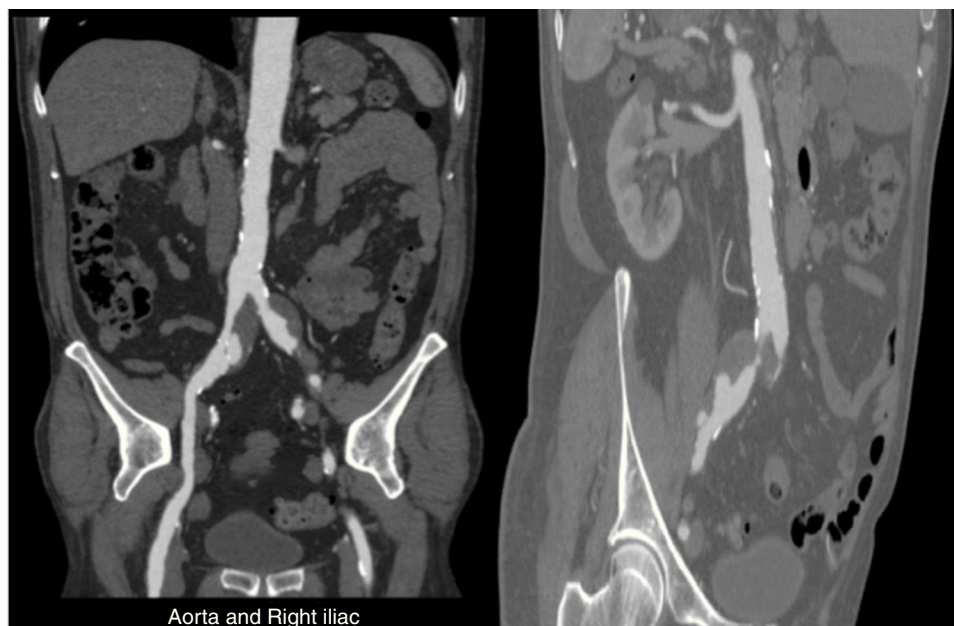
Angio-TC da aorta e eixo ilíaco direito.
